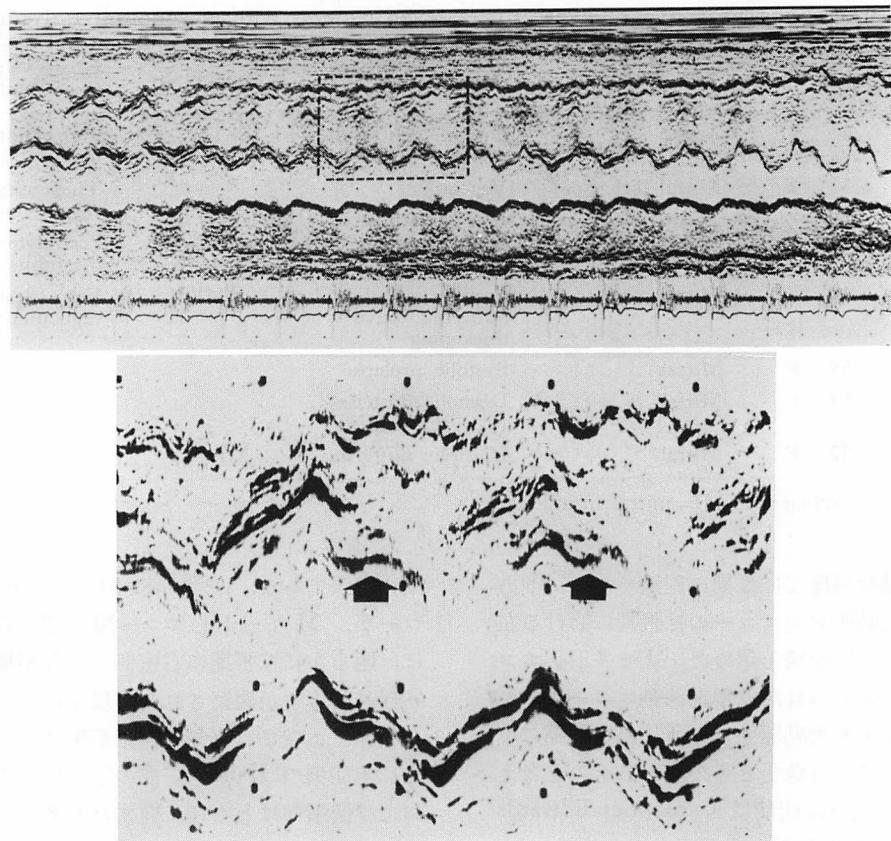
M-mode echocardiogram from Case 1.
